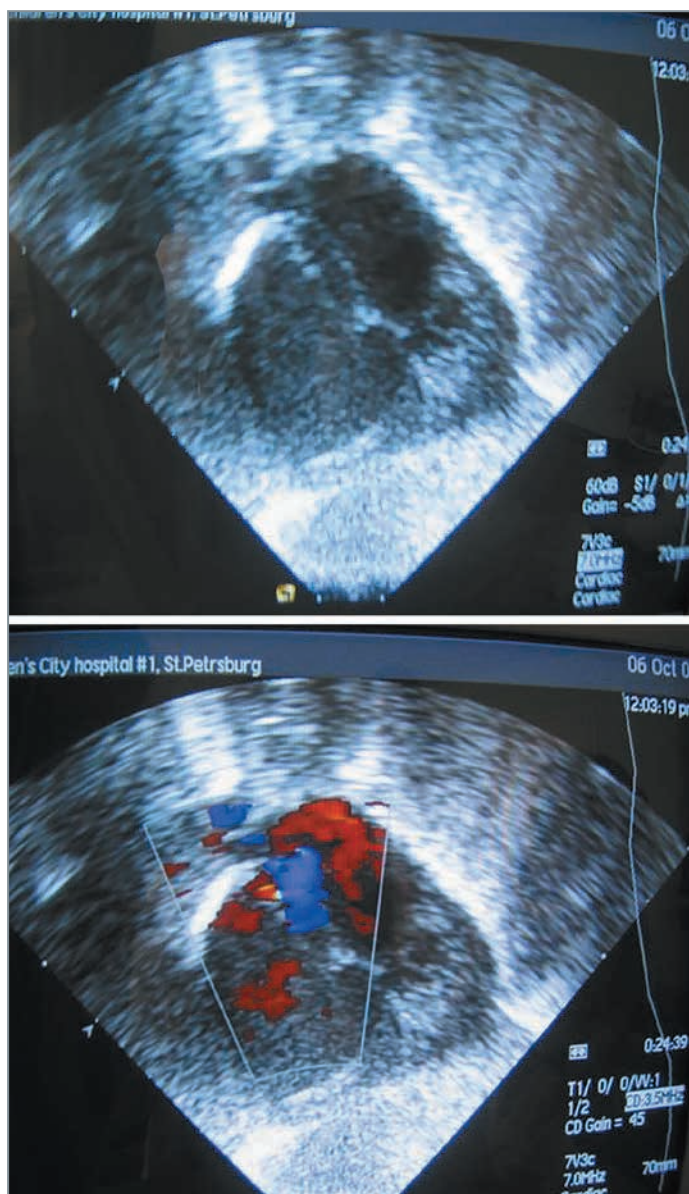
Эхокардиограмма мальчика Г., 6 лет. Наблюдается турбулентный поток в средней части межпредсердной перегородки (открытое овальное окно)
